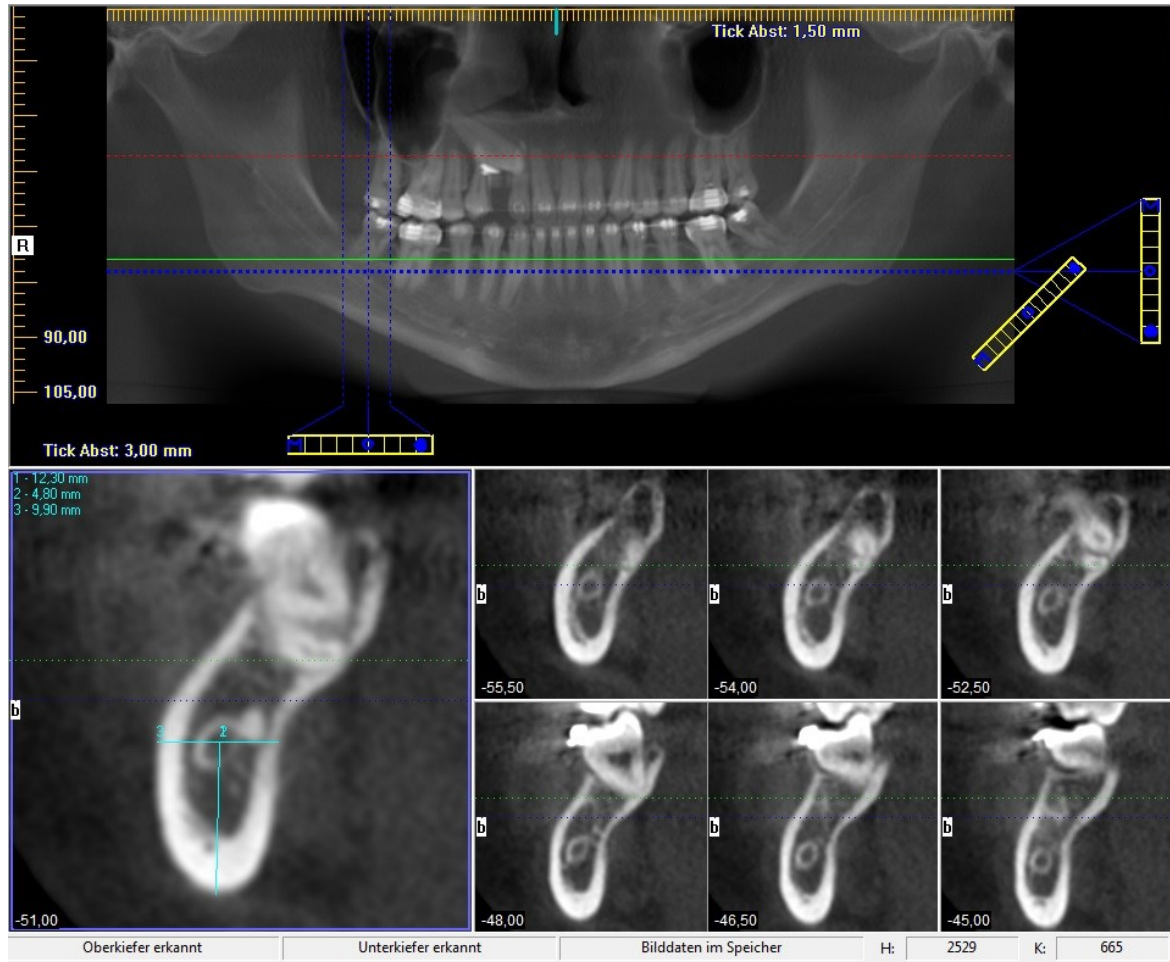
Die Darstellung zeigt einen Ausschnitt der eXam Vision-Software (Imaging Sciences International, Hatfield, Pa) zur Vermessung der Position des Canalis mandibulae. Im oberen Teil ist der Ober- und Unterkiefer in der rekonstruierten Panoramaschichtaufnahme aus einer digitalen volumentomographischen Aufnahme dargestellt. Die mittig verlaufende vertikale gepunktete Linie stellt die Ebene des unten links vergrößerten Bildes dar. Die rechten und linken gepunkteten Linien stellen die Begrenzung der sechs kleinen Bilder dar. Das obere linke Bild der sechs Bilder zeigt die posteriore, das untere rechte Bild die anteriore Begrenzung. Die blaue und die grüne gepunktete horizontale Linie in der oberen Panorama-Ansicht finden sich in jedem der kleinen Bilder wieder und markieren deren Ebene.
